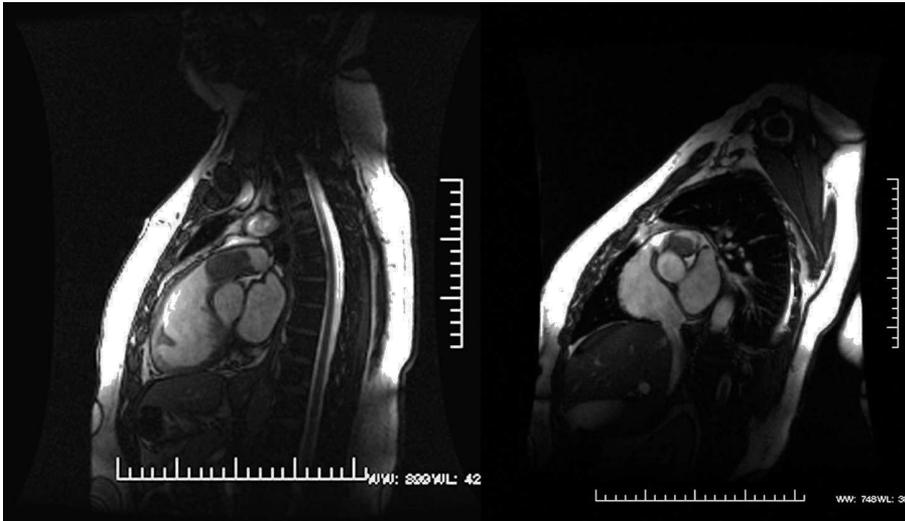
La resonancia magnética muestra una masa hiperintensa que ocupa casi la totalidad del tronco de la arteria pulmonar.
